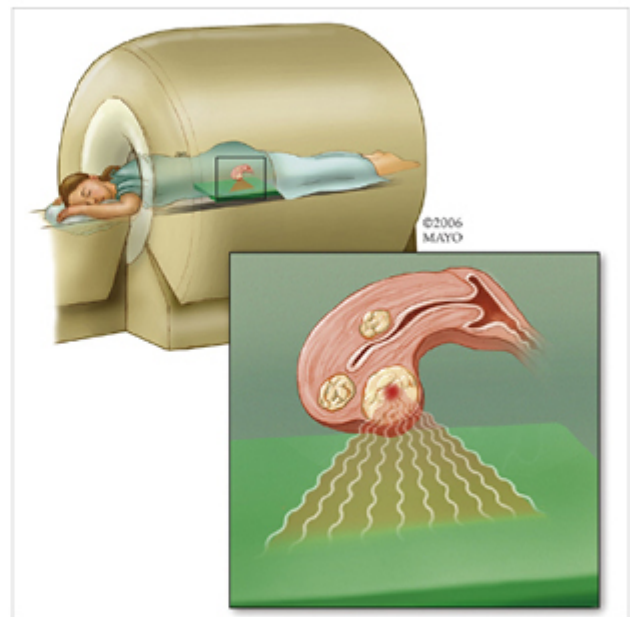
MRI 이용한 집속초음파치료(MR guided Focused Ultrasound)
